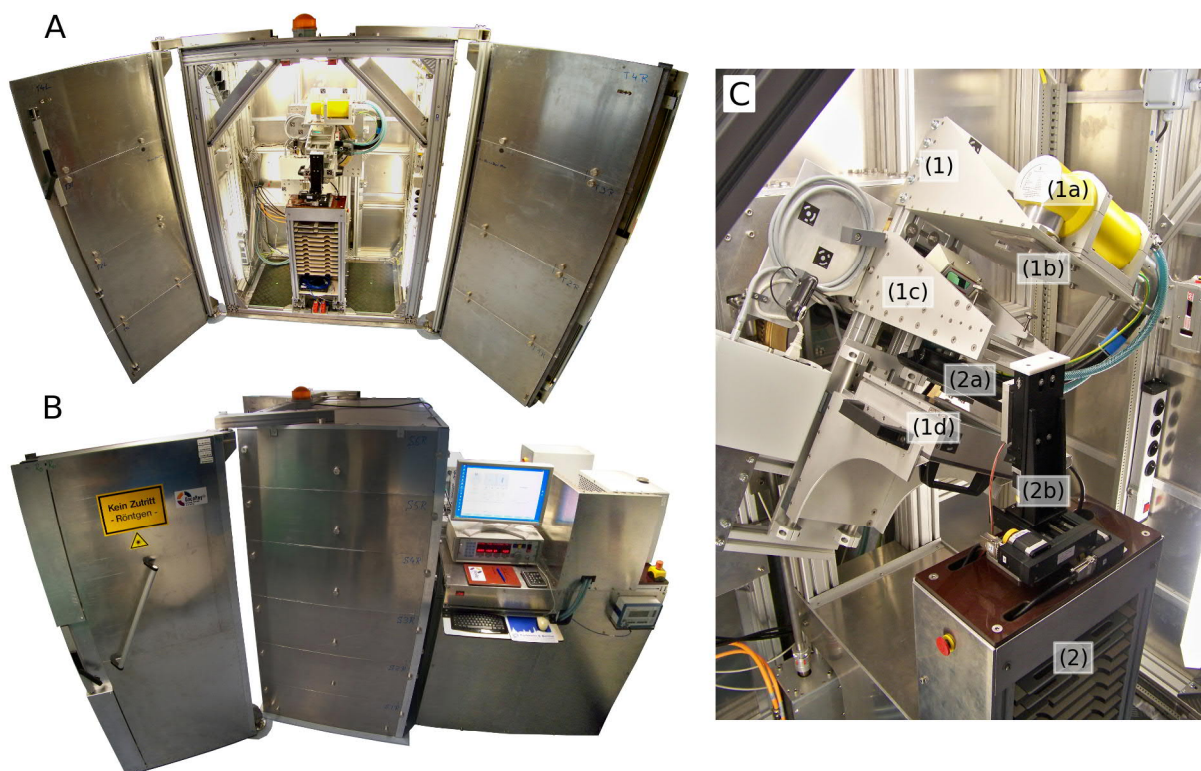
Bildgeführtes Präzisionsbestrahlungsgerät für Kleintiere (SAIGRT): (A) Front- und (B) Seitenansicht von Strahlenschutzschrank mit Gantrymodul im Inneren und Versorgungsmodul dahinter. (C) Detailansicht des Gantrymoduls mit folgenden Hauptkomponenten: (1) Gantry mit (1a) Röntgenröhre, (1b) Primärkollimator und Filtereinschub, (1c) Sekundärkollimator und (1d) Flachbilddetektor. (2) Stationärer Teil mit (2a) Tierlagerungstisch und (2b) 3D-Positioniersystem (Tillner et al. 2016).
